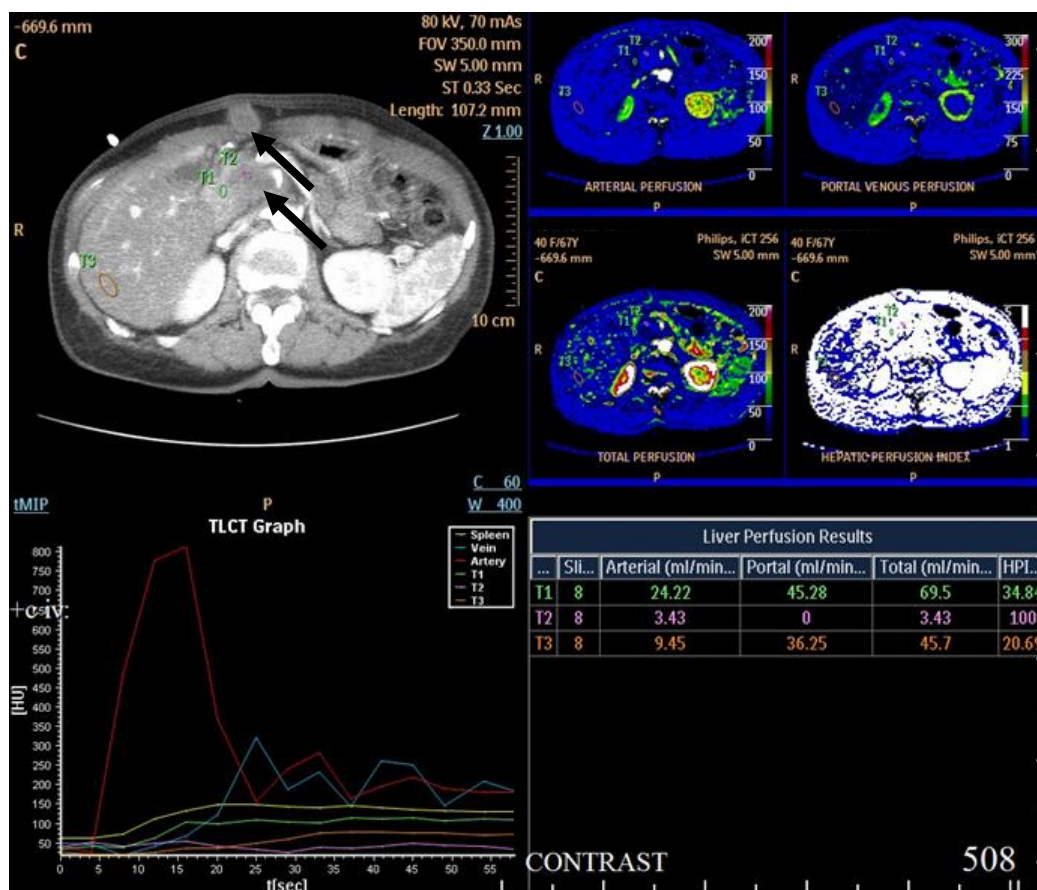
Больная Т., 67 лет. Низкодозовая МСКТ-перфузия. Рак головки поджелудочной железы с наличием имплантационного метастатического узла передней брюшной стенки.
